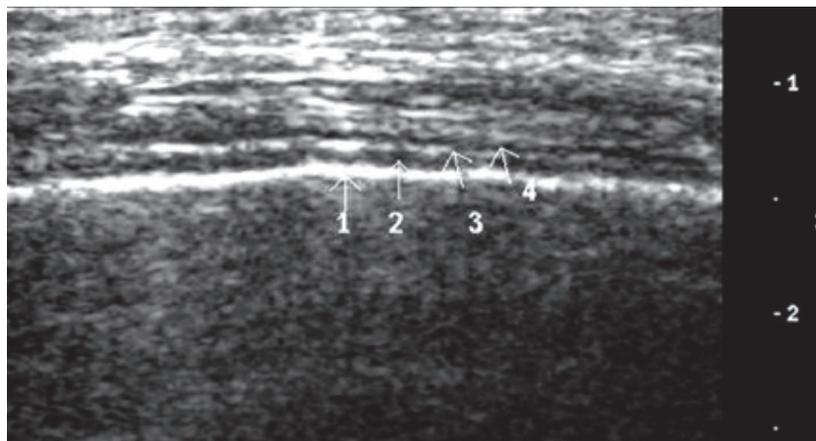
Ultrassonografia pleural. 1 - Pleura visceral; 2 - Espaço pleural; 3 - pleura parietal; 4 - camada gordurosa extrapleural.
